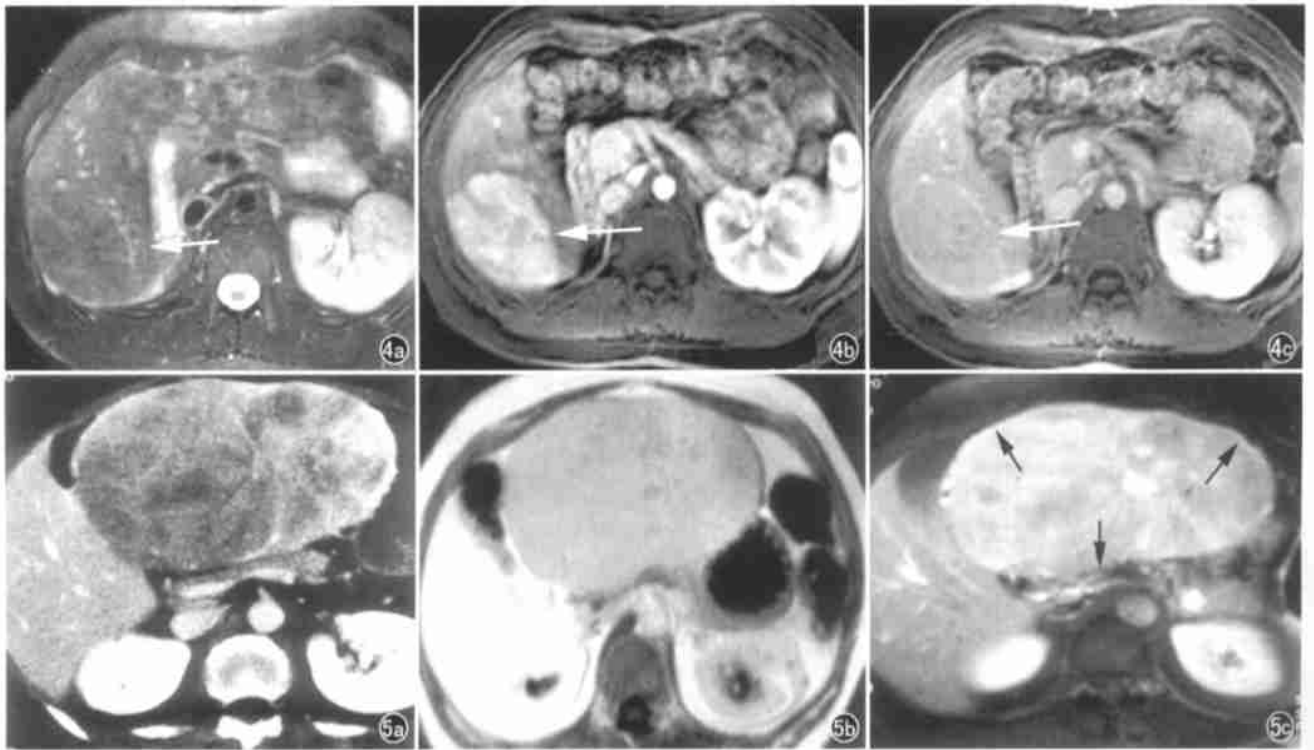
肝细胞腺瘤。a) MR T₂WI示边界欠清,信号稍低的病变(箭),中央可见信号混杂不均匀区域; b) T₁W增强动脉期示肿块明显强化(箭); c) T₁W增强平衡期病灶呈等信号,周边有不完整的薄层强化环(箭)。图5 肝细胞腺瘤。a) CT增强示肝左叶巨大不均匀强化的肿块,内有分隔和更低密度坏死区; b) MR T₁WI平扫示该肿块为均匀软组织低信号; c) MR T₁WI增强扫描病灶呈现不均匀的强化现象,为稍高信号(箭)。
